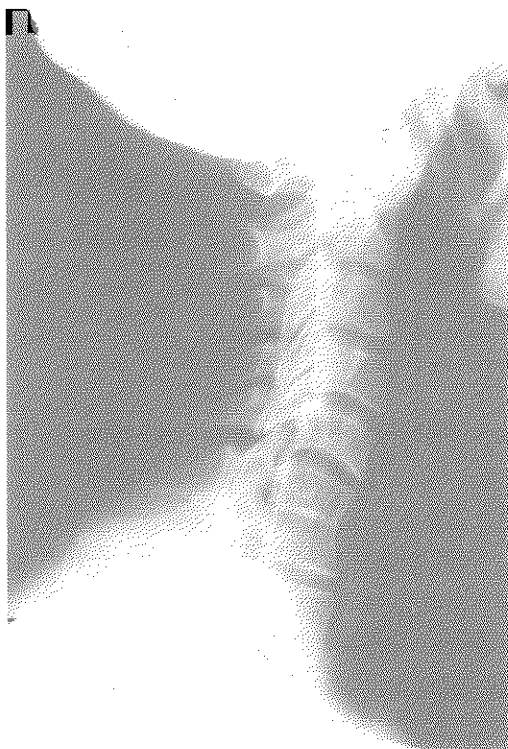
単純X線側面像。C6-7の癒合椎と環椎椎亜脱臼（環椎歯突起間距離は6mm）を認める。
